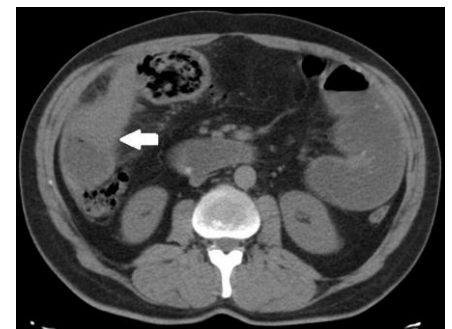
CT image. Fecalization of small bowel loops and increased wall thickness of a segment of the small intestine with mesenteric inflammation (white arrow)
